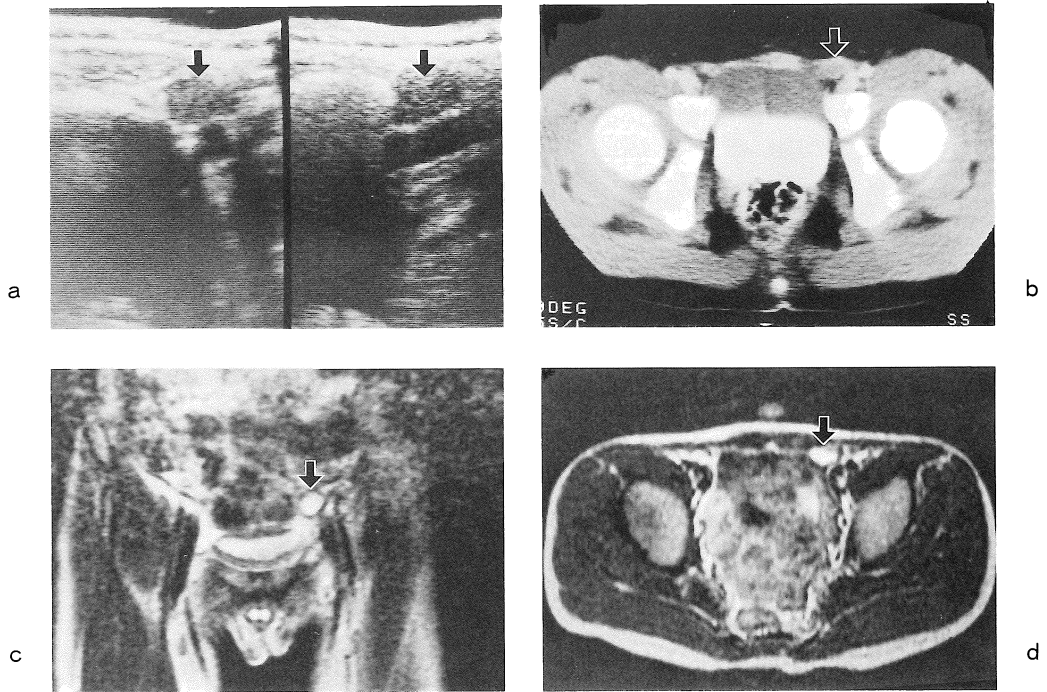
Undescended testis (case 7). (a) US (b) CT (c) MRI, coronal T<sub>2</sub>WI (SE 2000/80) (d) MRI, axial T<sub>2</sub>WI (SE2000/80). All imaging modalities correctly identified non-palpable abdominal testes (arrows). The testis depicted on MRI is more easily pointed out than that on CT because MRI is superior to CT in respect to contrast resolution.
